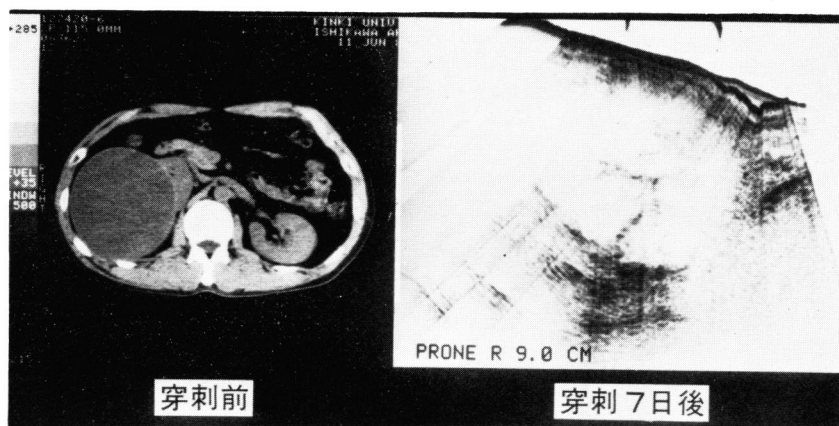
CT shows simple cyst, but USTG demonstrates fibrin clots adherent to the wall of right hemorrhagic cyst
